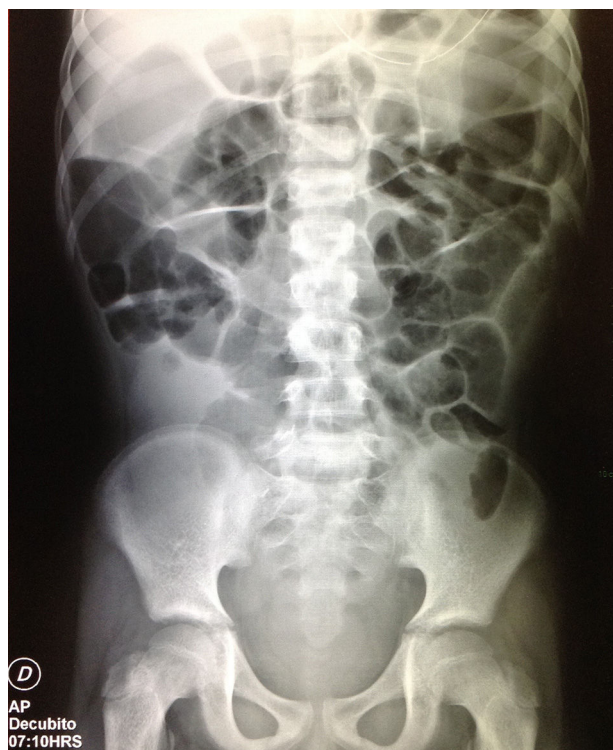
Radiografía de abdomen AP en decúbito dorsal: se observa disminución de la dilatación del colon y el gas en intestino delgado, pero aún persiste líquido en topografía del colon ascendente y recto. Se observa sonda a nivel de epigastrio.
